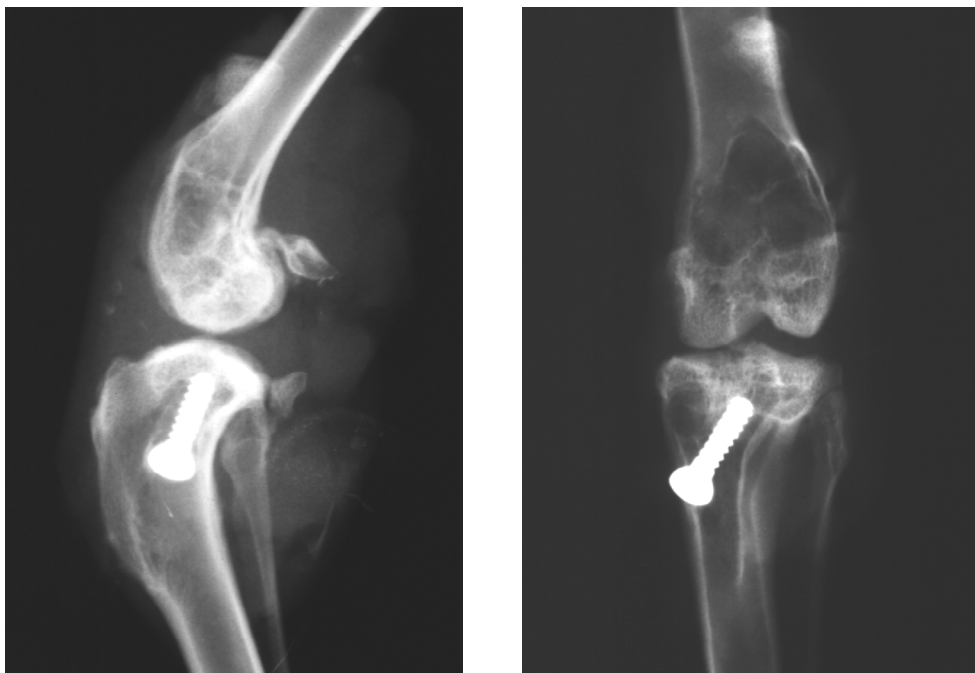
a, b: Röntgenaufnahmen des linken Kniegelenkes in 2 Ebenen 32 Wochen postoperativ der Gruppe B. Arthrose mäßigen Grades des medialen Kompartiments. Patelladislokation als Komplikation.
